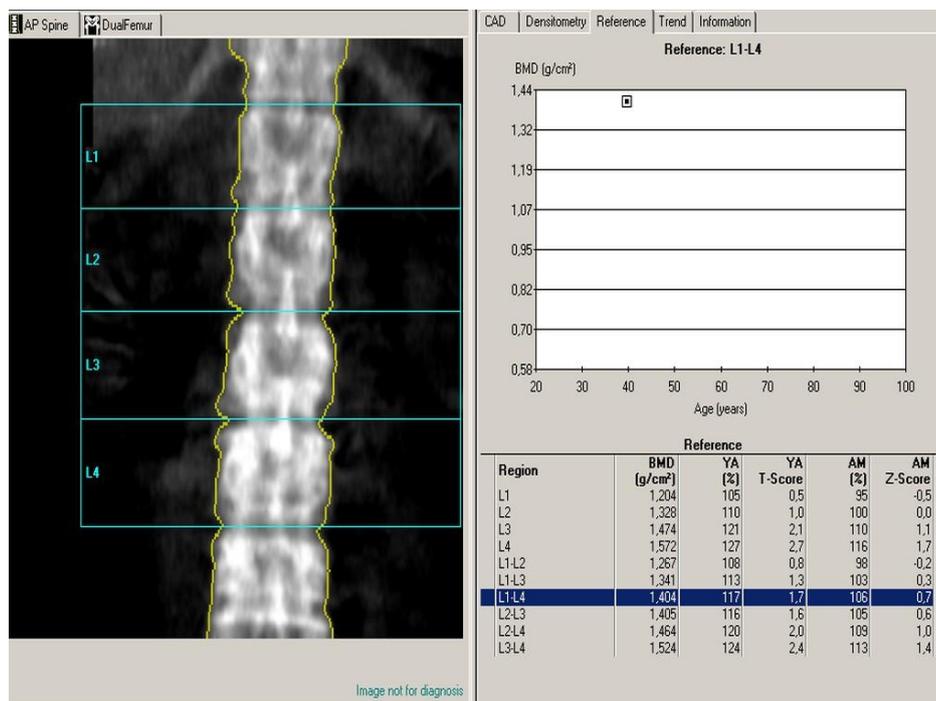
Рентгеновская денситометрия костной ткани поясничного отдела позвоночника.
